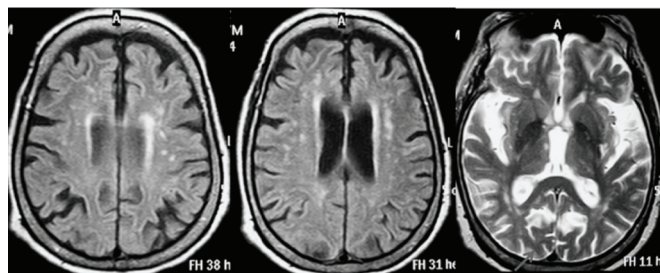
Resonancia magnética de encéfalo, en la que se observa el sitio del infarto lacunar rostro medial talámico izquierdo.
